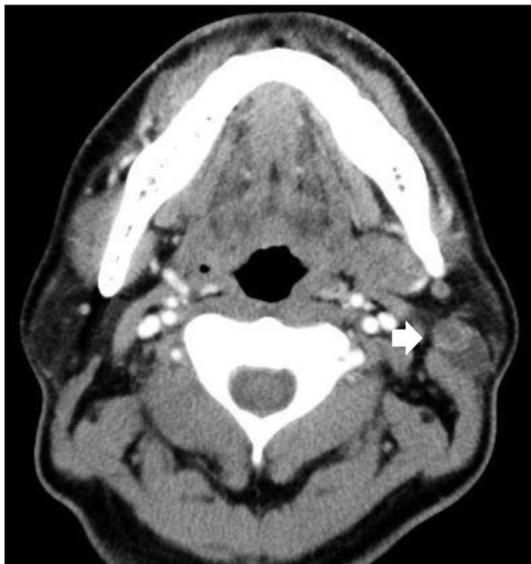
Neck CT image at patient's first visit. A left parotid tumor (white arrow, 3.3 cm) was found.
